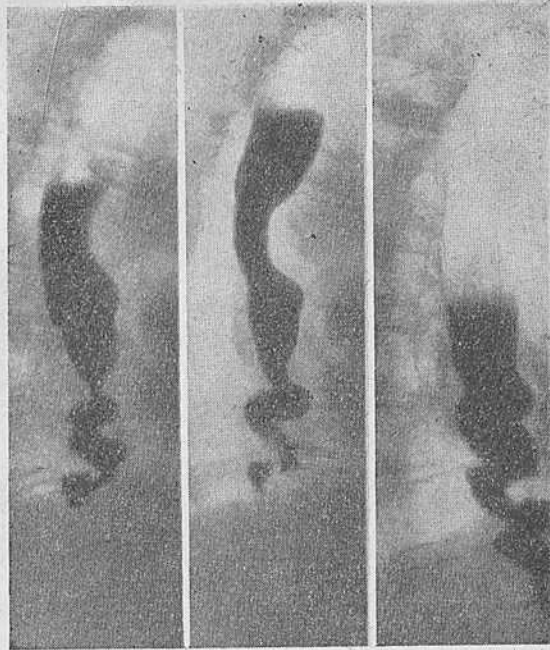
Больной Б. Шпигорообразная форма сегментарного спазма пищевода. Рентгенограммы пищевода.
